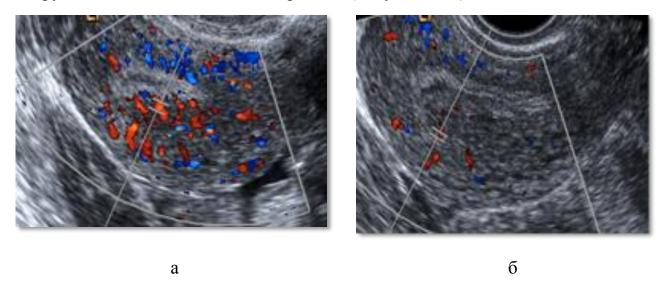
Внутриматочная перфузия: а — достаточная, б — сниженная. Цветовое допплеровское картирование. Продольное ТВ-сканирование (автор изображений: Бугеренко Е.Ю.).
